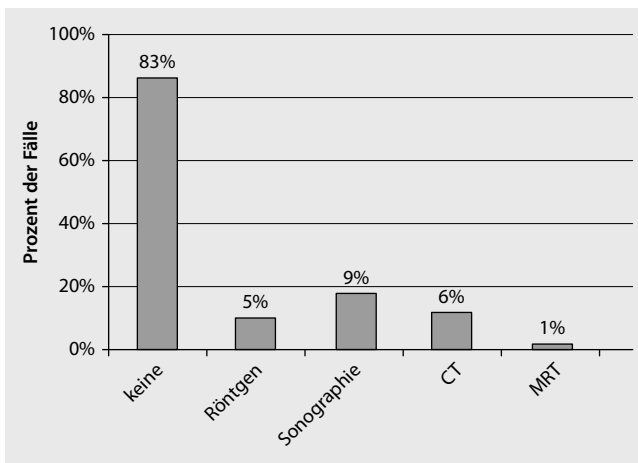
◀ Bildgebende Diagnostik, CT Computertomographie, MRT Magnetresonanztomographie
